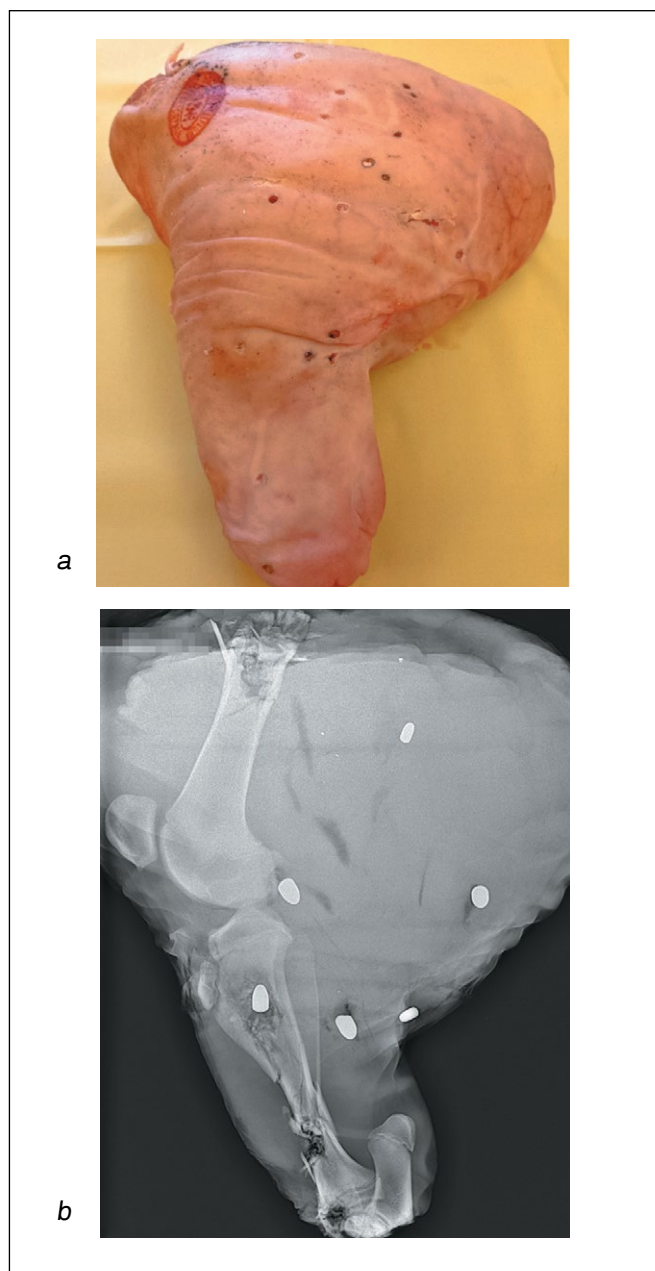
Внешний вид фрагмента свиного бедра (а) и соответствующая ему рентгенограмма (b) во время эксперимента.
